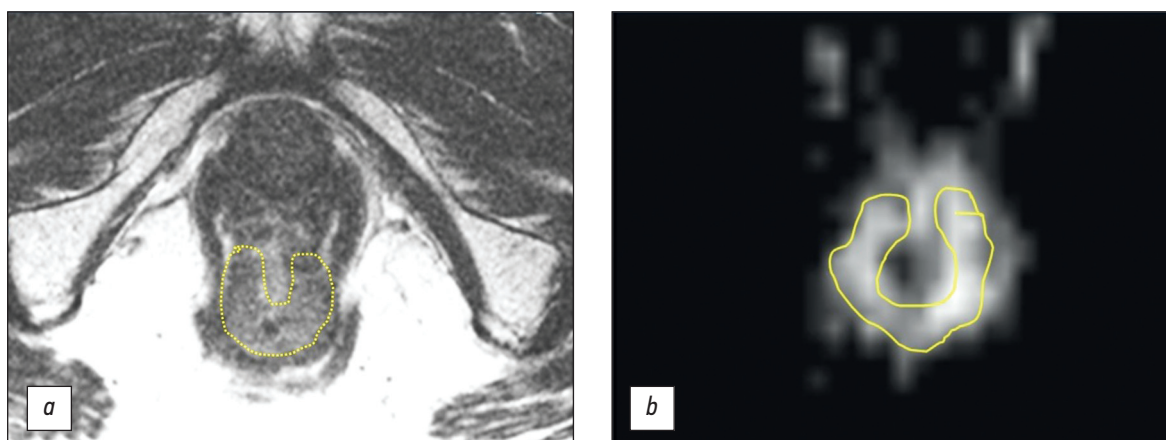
治疗前下段壶腹直肠癌磁共振成像mrT3a: a—T2-WI; b—弥散加权成像(DWI)。肿瘤呈领圈状。
